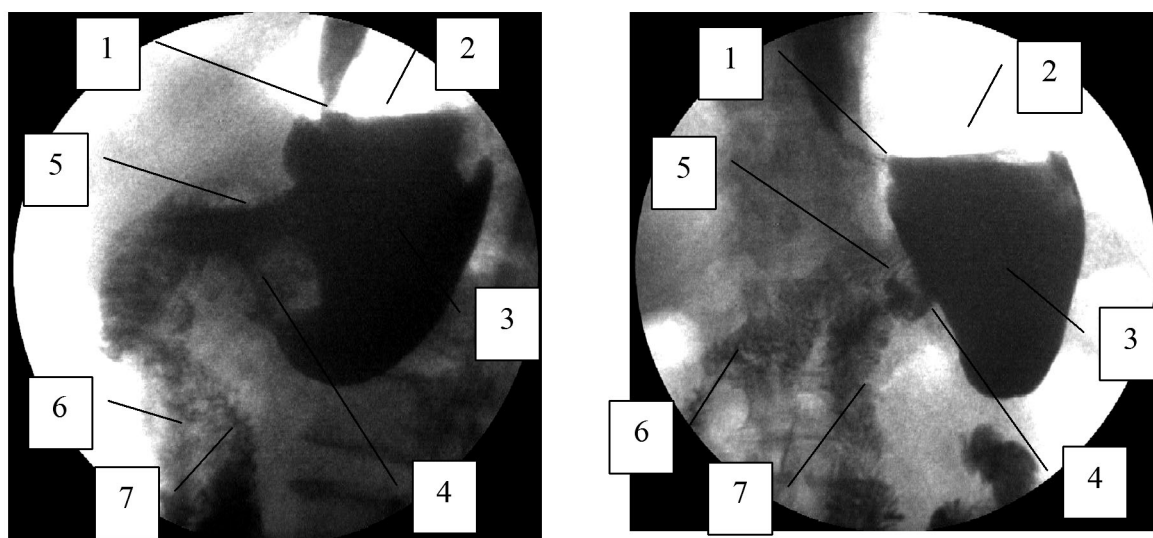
Рентгенограммы пациента С., 73 года, через 4 года после ДРЖ с формированием КППЭА, боковая проекция. Организация эвакуаторного процесса из культи желудка - эвакуация из камеры КППЭА идет по обеим петлям. 1 - арефлюксная кардия, 2 – газовый пузырь культи, 3 – тело культи желудка; 4 - псевдопилорический канал, 5 - камера концевопетлевого гастроэнтероанастомоза, 6 – ДПК, 7 – отводящая (шунтирующая) петля.
